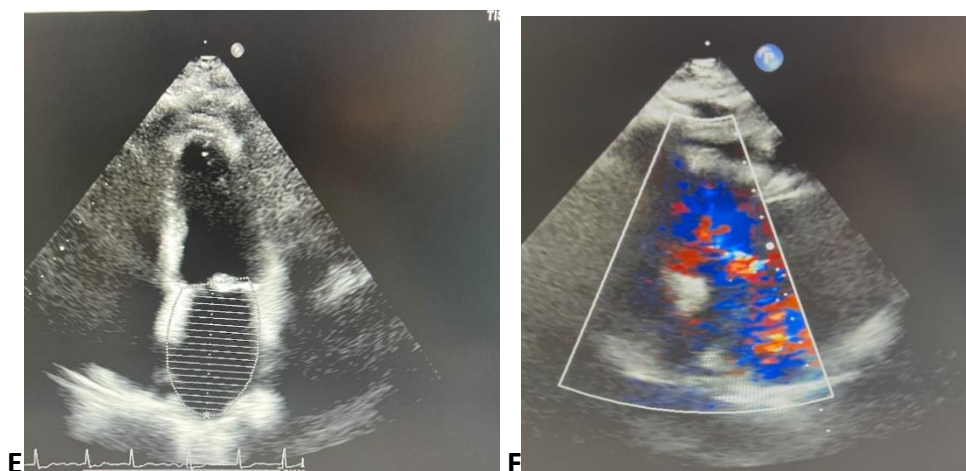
(E) plano apical 4 câmaras (F) plano apical de 4 câmaras.
